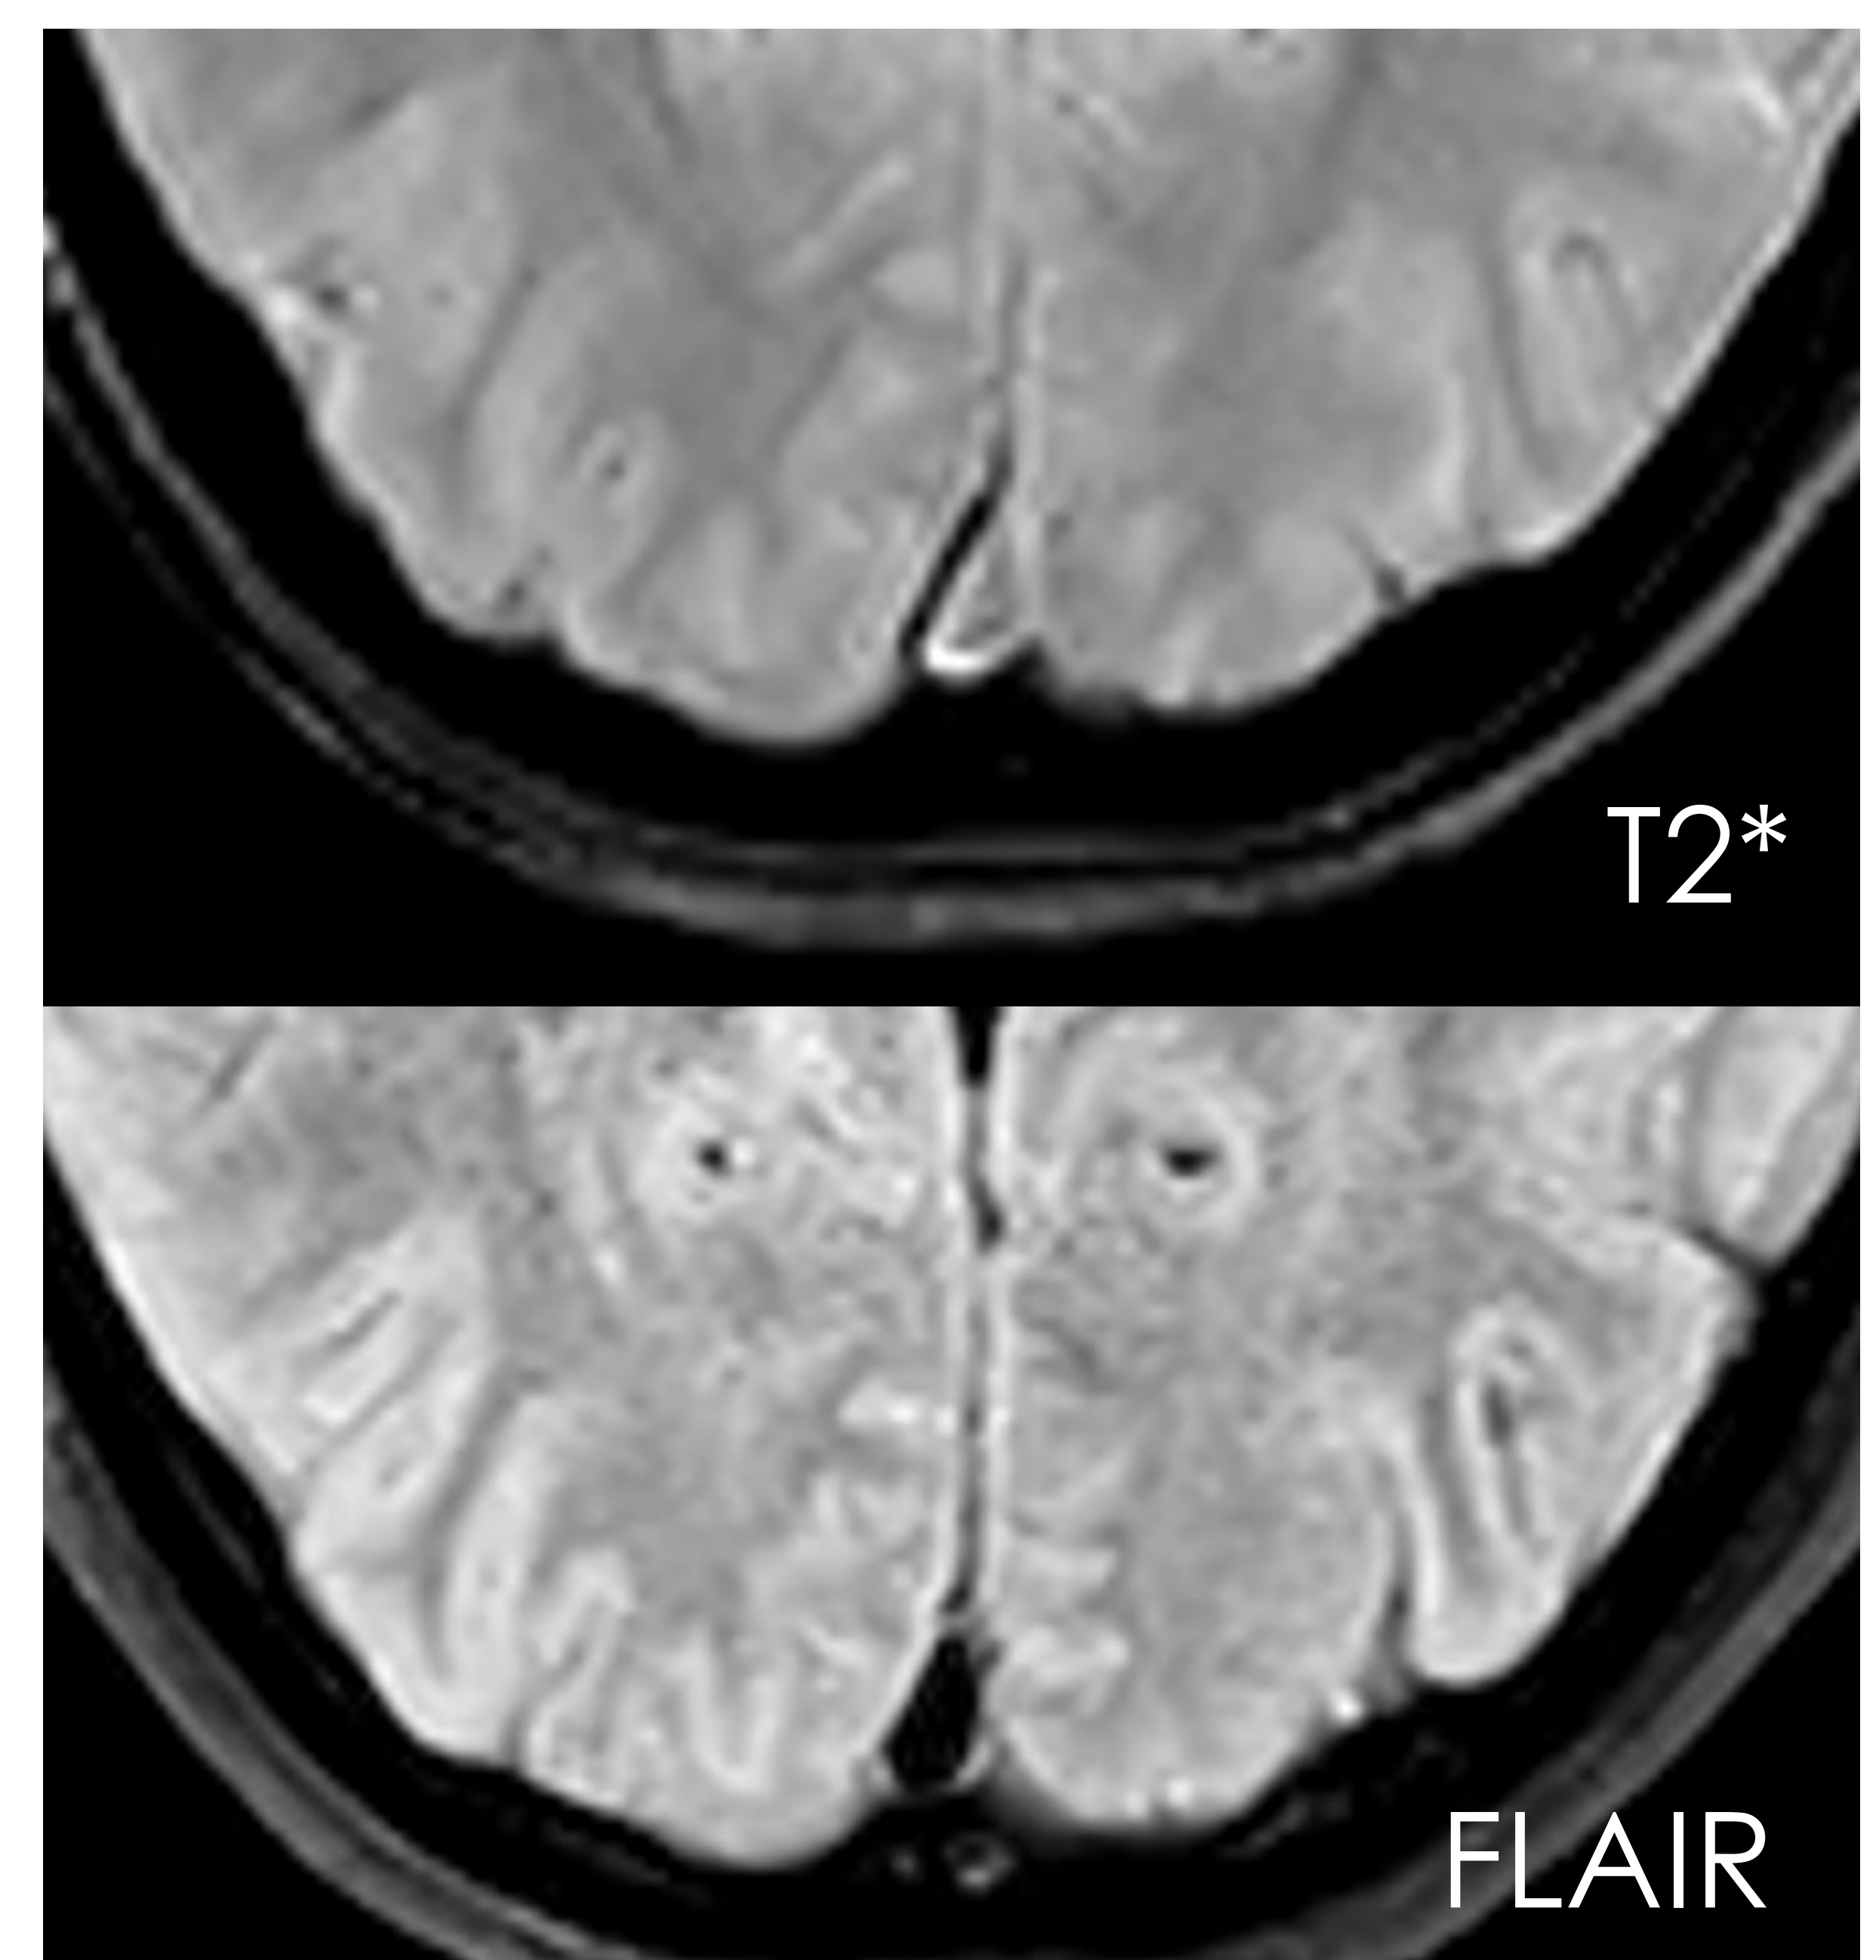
Normal relación de señal T2* - FLAIR.
